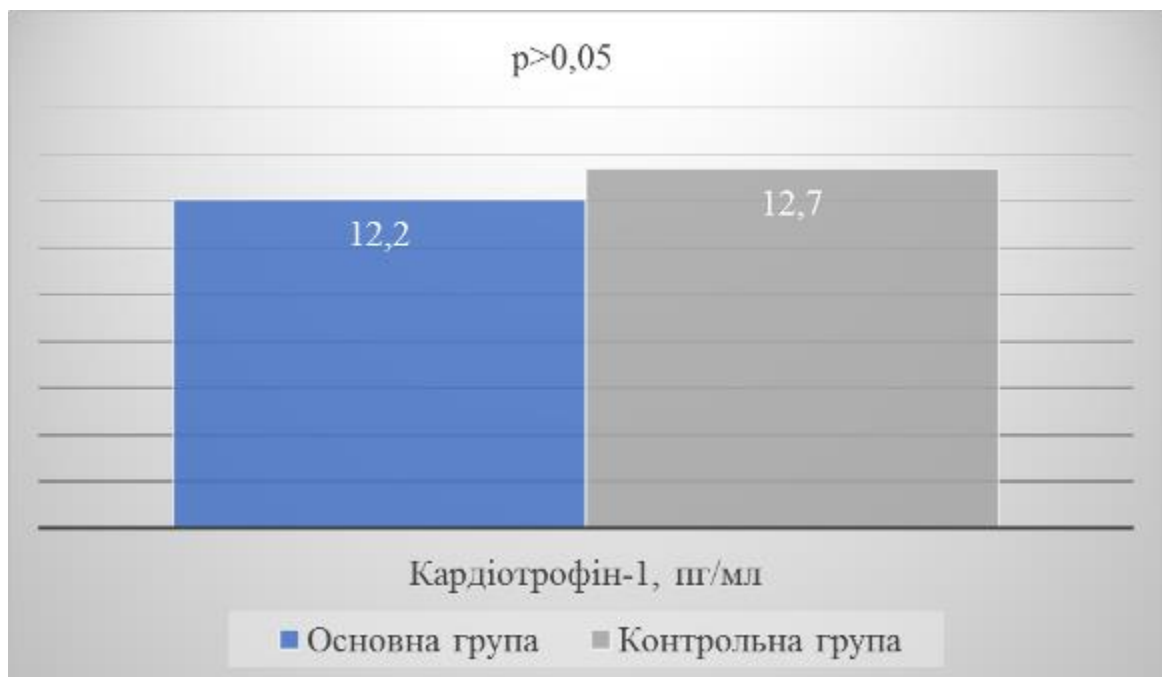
Плазмова концентрація кардіотрофіну-1(пг/мл) у пацієток з ГХ та практично здорових жінок в стані постменопаузи
